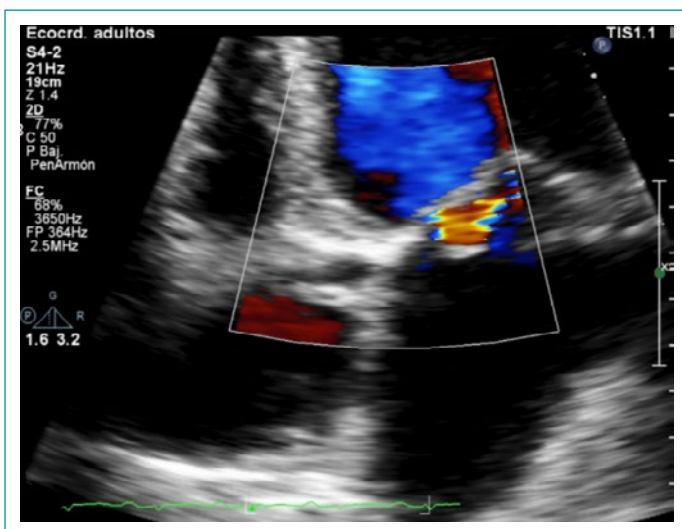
Apical 4 cámaras con doppler color, sin evidencia de perforación.
